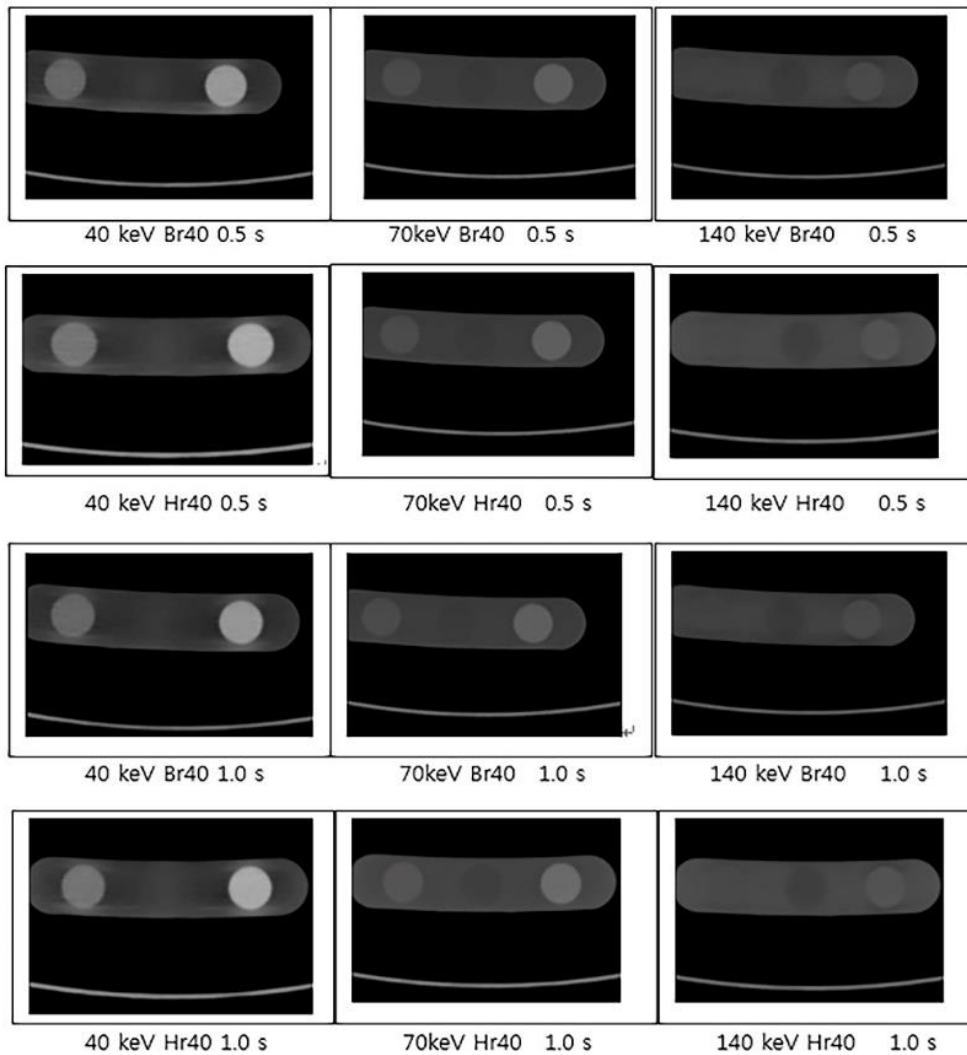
Virtual monochromatic images of hydroxyapatite inserts of various densities obtained with dual-energy computed tomography show the differences in the image contrast and image noise depending on energy level, reconstruction kernel, and rotation time (seconds).
